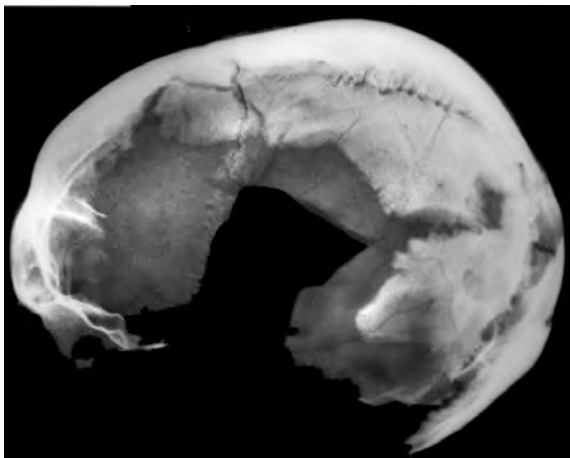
Radiografia de la calota de la figura precedent, que confirma el caràcter pòstum de la trepanació, ja que no hi ha cap signe de cicatrització.
